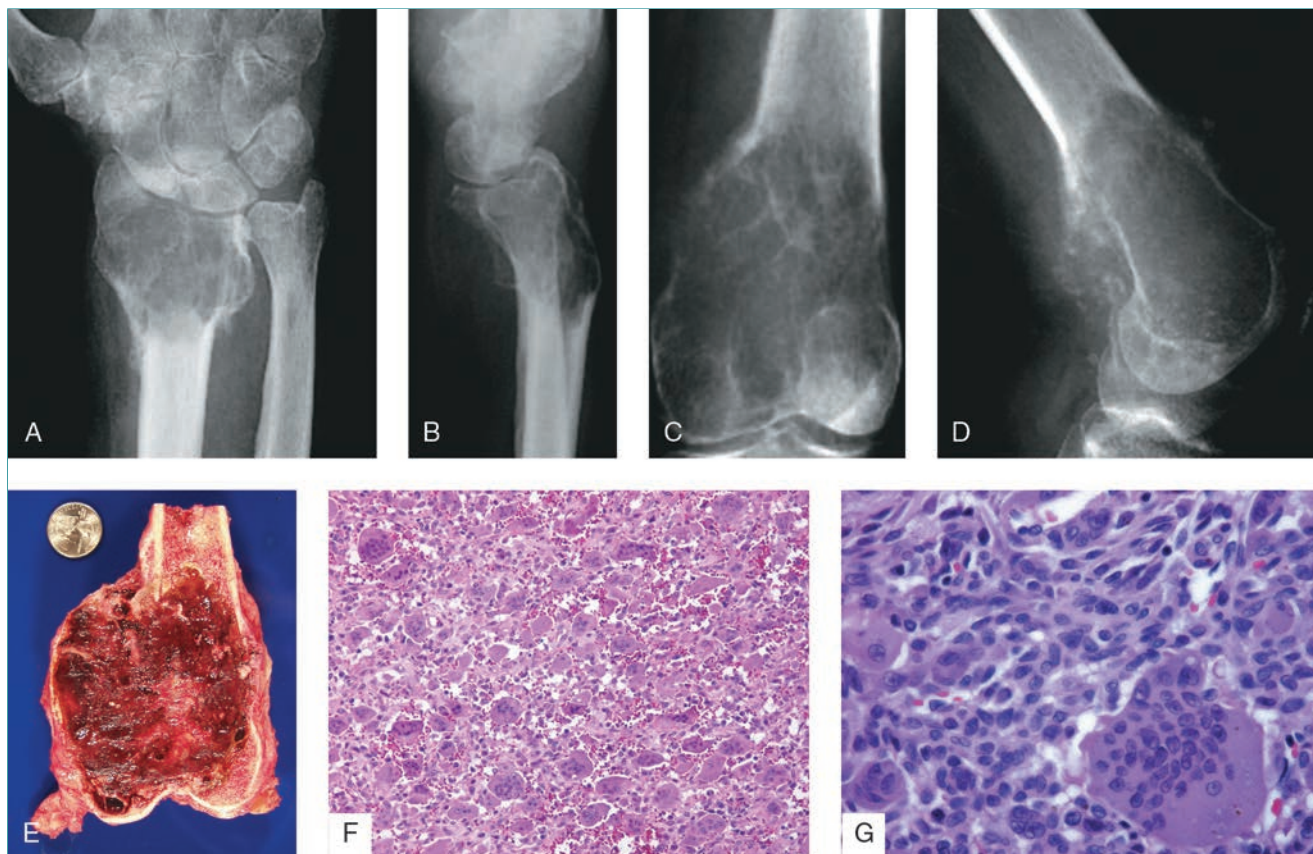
Tumor de células gigantes. Las radiografías anteroposterior (A) y lateral (B) de la muñeca de un hombre de 54 años presentan una lesión expansiva localizada en la epífisis del radio distal. No se ve producción de matriz ni un contorno esclerótico. Se ha producido una fractura patológica a través de la lesión. Las radiografías anteroposterior (C) y lateral (D) del fémur distal de una mujer de 33 años demuestran una lesión lítica agresiva que expande y destruye la cortical medial y la posterior. El diagnóstico diferencial comprende los tumores óseos malignos, pero la biopsia puso de relieve un tumor de células gigantes. E, Imagen macroscópica de la pieza extirpada (no se consideró apropiada una técnica quirúrgica intralesional) del mismo paciente de C y D. F, La imagen microscópica con apoco aumento muestra abundantes células multinucleadas sobre un fondo de células estromales mononucleares (hematoxilina y eosina, x100). G, Una imagen microscópica con más aumento muestra las células gigantes multinucleadas con núcleos abundantes (hematoxilina y eosina, x400). Los núcleos de las células estromales son parecidos a los de las células gigantes. No se observa atipia ni producción de matriz. (F y G reproducidas con autorización de McDonald DJ, Weber KL: Giant cell tumor of bone, en Schwartz HS, ed: *Orthopaedic Knowledge Update: Musculoskeletal Tumors*, ed 2. Rosemont, IL, American Academy of Orthopaedic Surgeons, 2007, p 135.)
